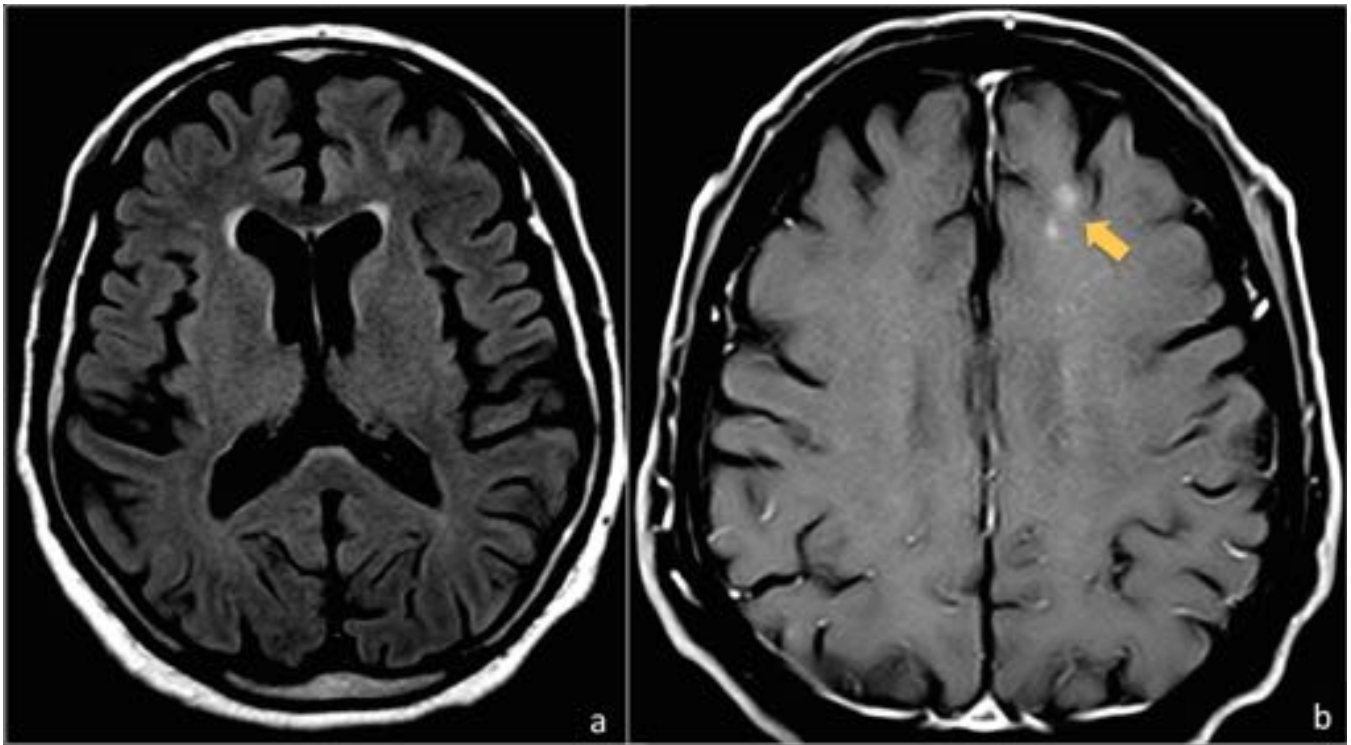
RM encefálica en paciente con bradipsiquia y alteración de la marcha en el contexto de una erupción cutánea por VVZ. Se visualizan escasas lesiones de pequeño tamaño localizadas en sustancia blanca subcortical frontal bilateral, que muestran aumento de señal en FLAIR (a) y realce nodular en secuencias supresión grasa-T1 con CIV (flecha en b). Hallazgos compatibles con infartos cerebrales por angiitis necrotizante de arterias leptomeníngeas en el contexto clínico de encefalitis por VVZ.
